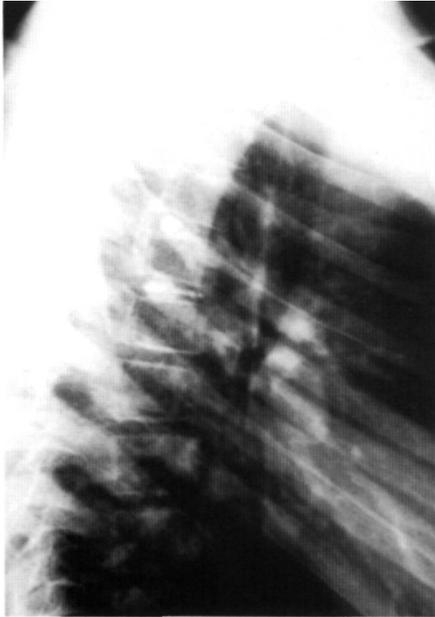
Radiografías al ingreso. Calcificación en discos T4-T5 y T5-T6.
